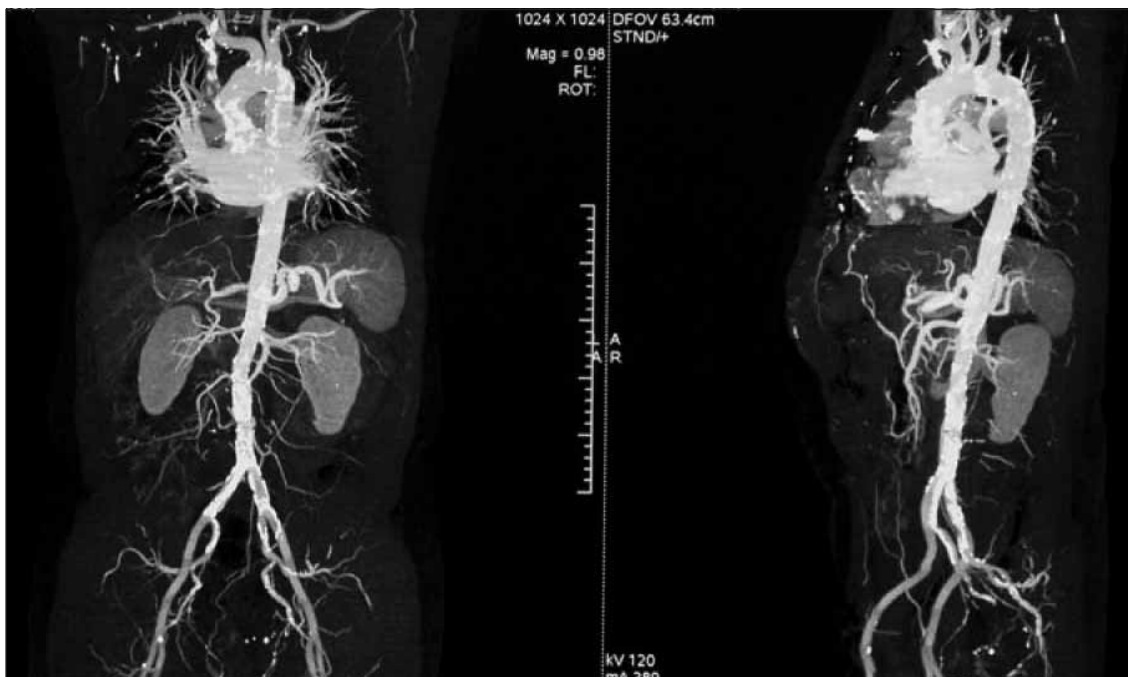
Angiotomografía (AngioTC) de aorta y miembros inferiores. Las imágenes blancas en placas corresponden a calcificaciones.
